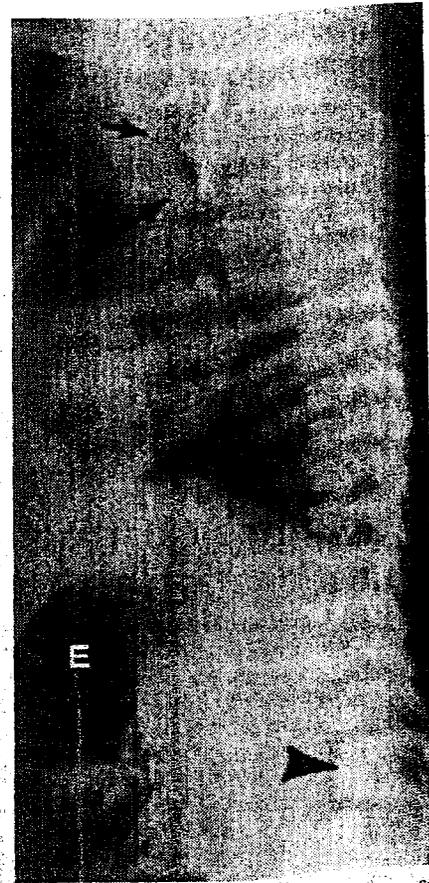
Fístula traqueoesofágica. La radiografía lateral muestra una sonda nasogástrica arrollada (flechas) en el segmento proximal del esófago atrésico. La fístula está situada distalmente y se sospecha por la dilatación del estómago (E) y del intestino delgado. La punta de flecha señala una fusión vertebral, mientras que la cardiomegalia y un soplo cardíaco indican la existencia de una comunicación interventricular. Este enfermo tenía elementos del complejo dismórfico de VATER. (De Balfé, D., Ling, D., Siegel, M.: *The esophagus*. En Putman CE, Ravin CE (eds.): *Textbook of Diagnostic Imaging*. Filadelfia, WB Saunders, 1988.)
